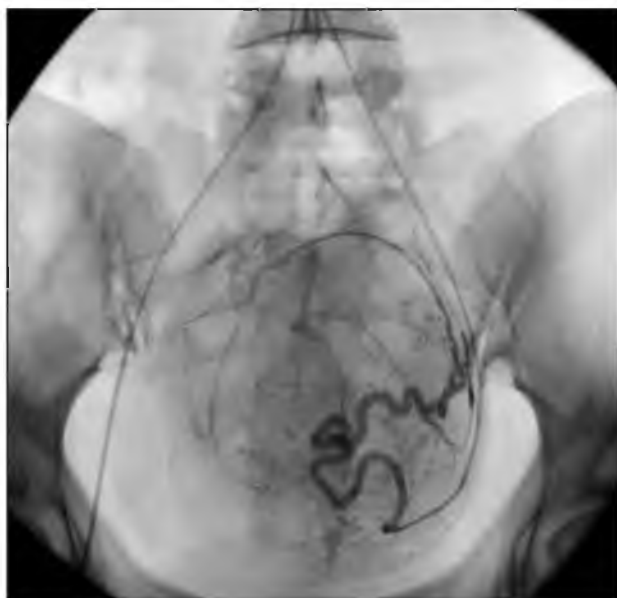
Рентгенологические признаки «конечной точки» при ЭМА: Перифиброидное сплетение
